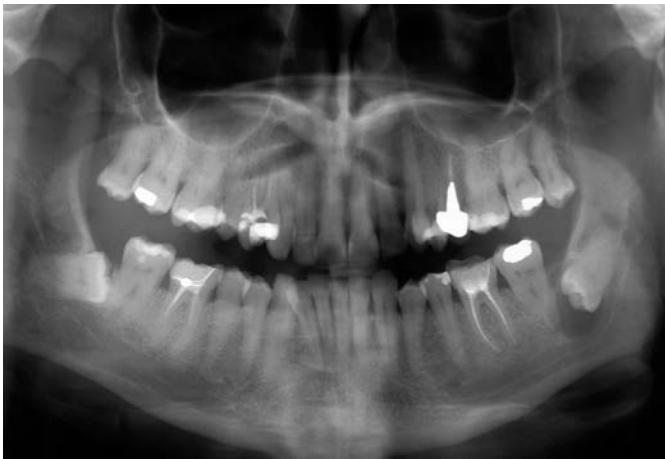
Radiografia ortopantomorica che mostra ottavi inferiori inclusi e lesione cistica in corrispondenza dell'elemento 3.8.
